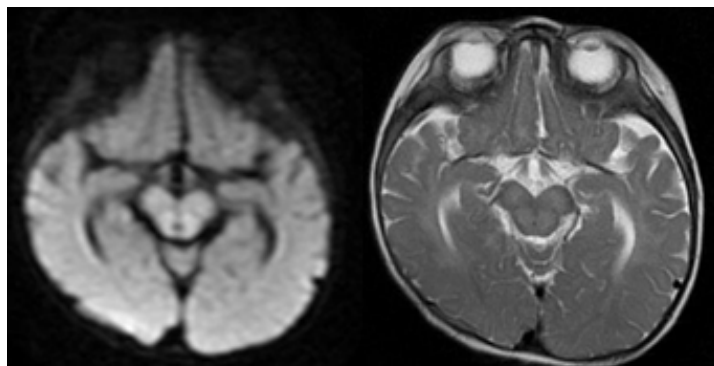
Restricción en DWI en ambos globos pálidos (imagen izquierda). Secuencia T2 (imagen derecha)
